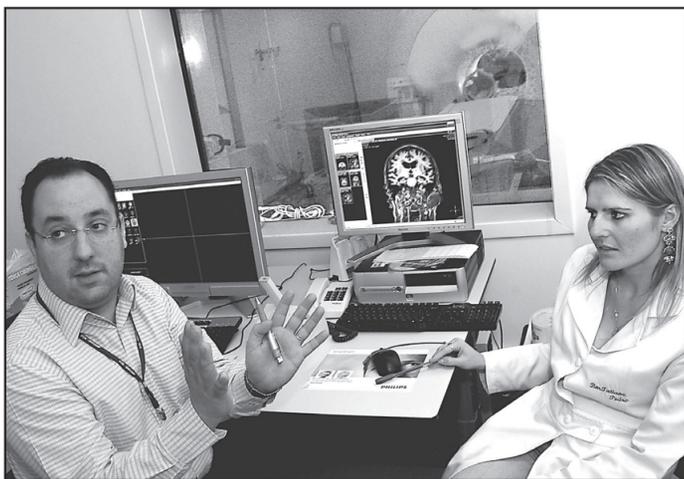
Imagem oriunda de exame de ressonância magnética: melhor entendimento sobre a relação entre a doença e problemas cognitivos
